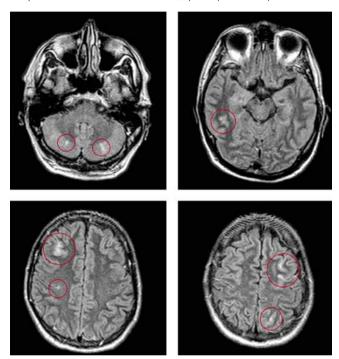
Магнитно-резонансная томография головного мозга с множественными мультифокальными очагами поражения (кругами выделены зоны ишемии)
